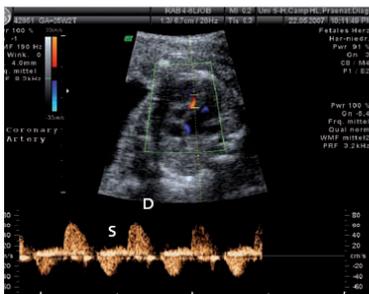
Flussprofil aus einer Koronararterie bei einem IUGR-Feten mit pathologischen arteriellen und venösen Dopplerflussprofilen. Das Flussmuster ist biphasisch mit einem kleinen systolischen (S) und größeren diastolischen Gipfel (D).
